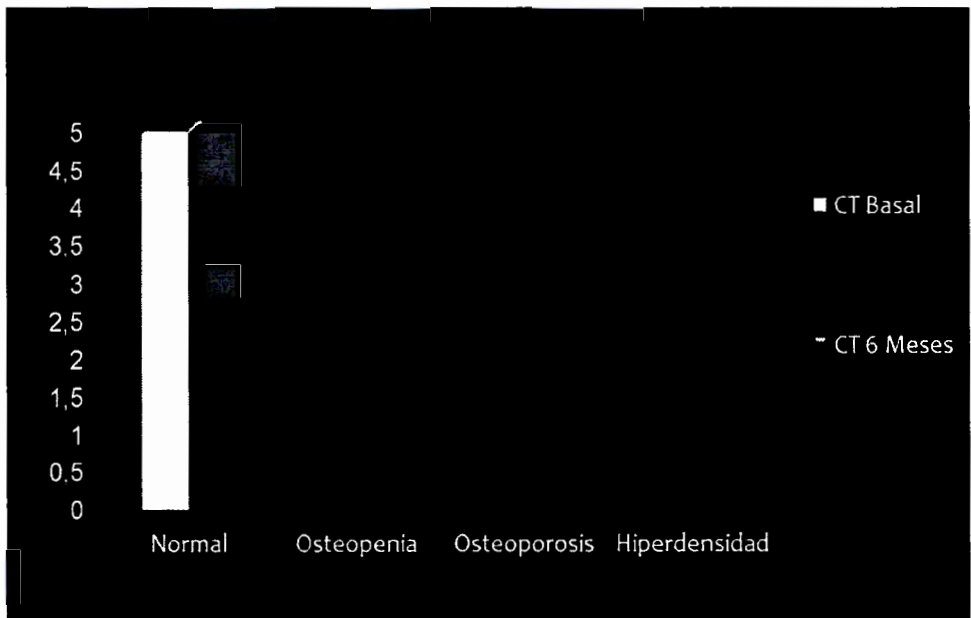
Prevalencia de baja reserva ósea corporal total (CT) en los pacientes tratados con bifosfonatos. Los pacientes permanecieron con reserva ósea normal. [Normal (PZ DMO ± 1), osteopenia (PZ DMO - 1 a -2.49) y osteoporosis [(PZ DMO < -2.5 |)]. Base de datos de referencia de densidad mineral ósea pico en población hispana.
